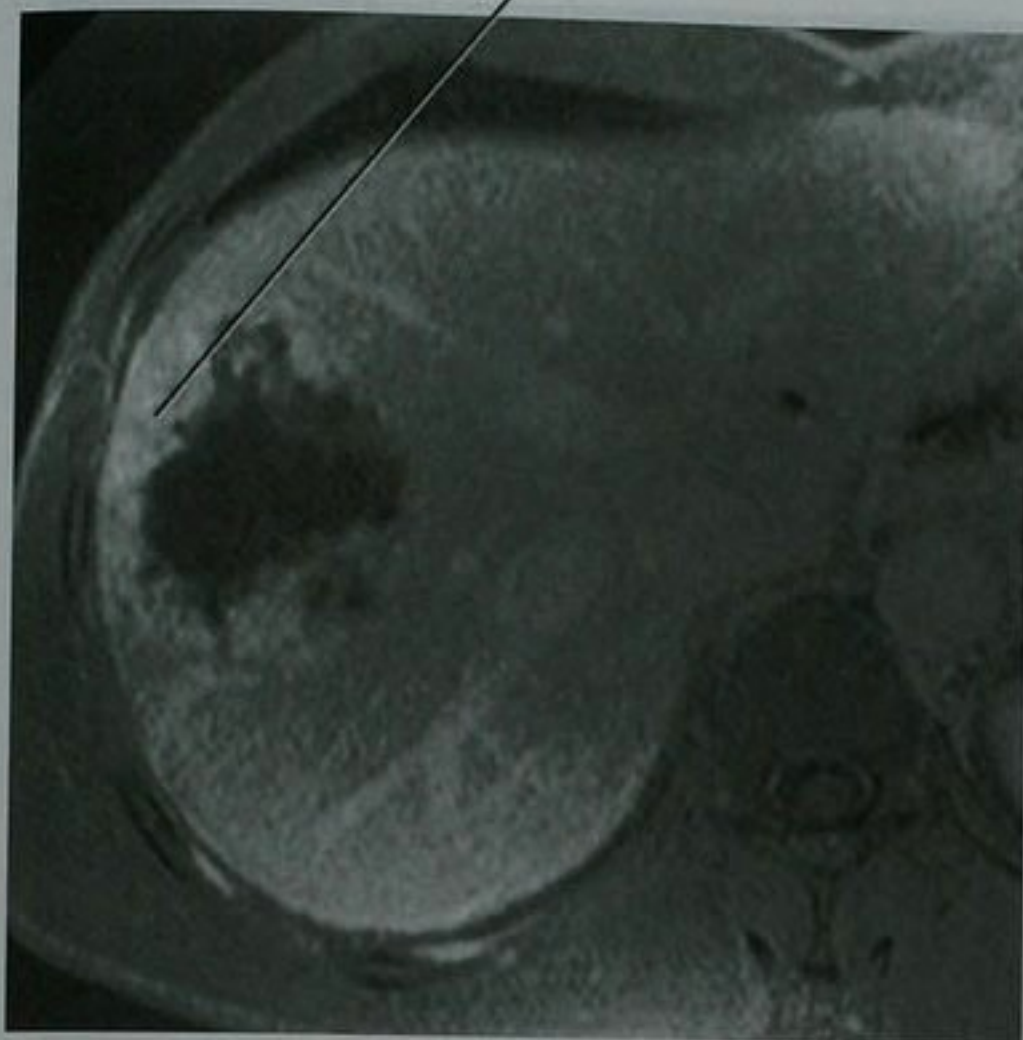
转移性胃肠道间质瘤 (GIST) 患者的肝脏钆剂增强轴位 MRI 图像显示病灶易和血管瘤相混淆
